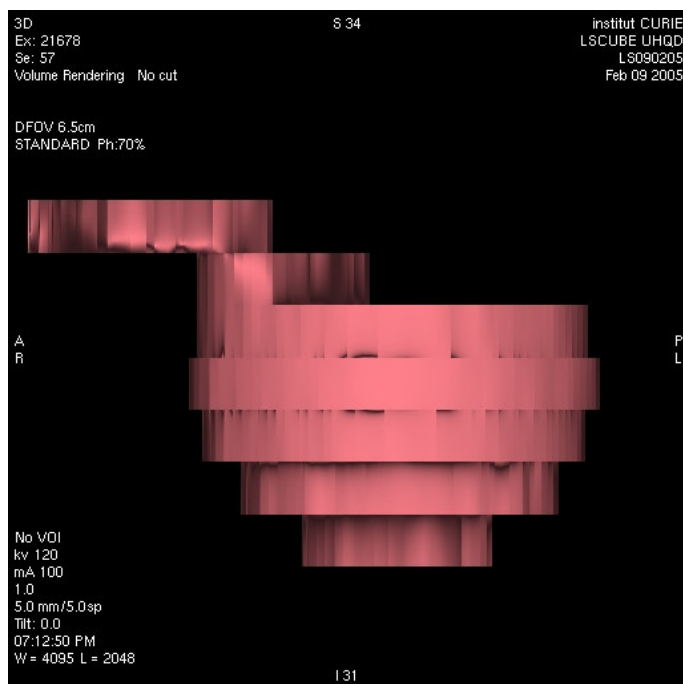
Volume rendering of the ball on 4D-CT at phase 70% (motion A). $Tr = 1$ s, $Ti = 0.5$ s $Td = 4$ s. Td value is too small, and large incoherence between the different slices are observed.
